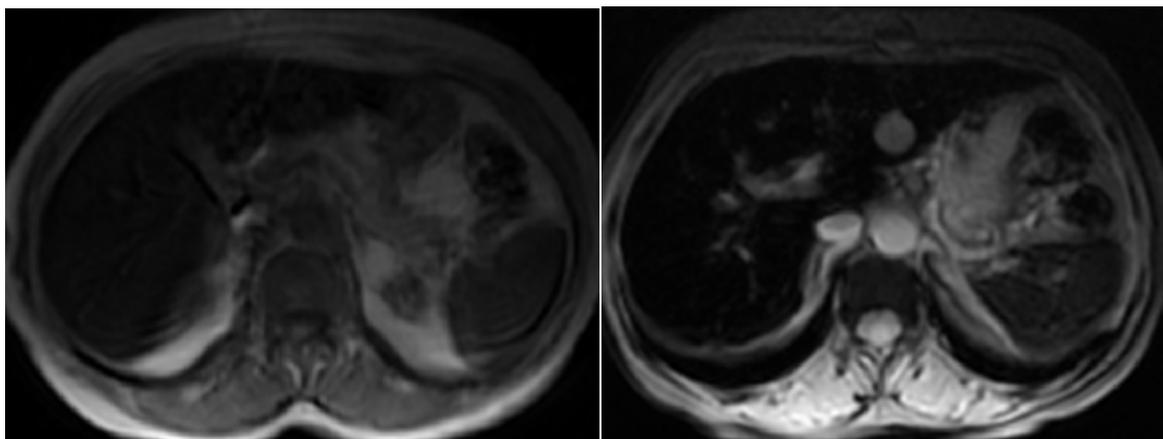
Séquence d'IRM montrant une surcharge hépatique en fer en T<sub>2</sub>\* chez un de nos patients (T1 et T<sub>2</sub>\*)
